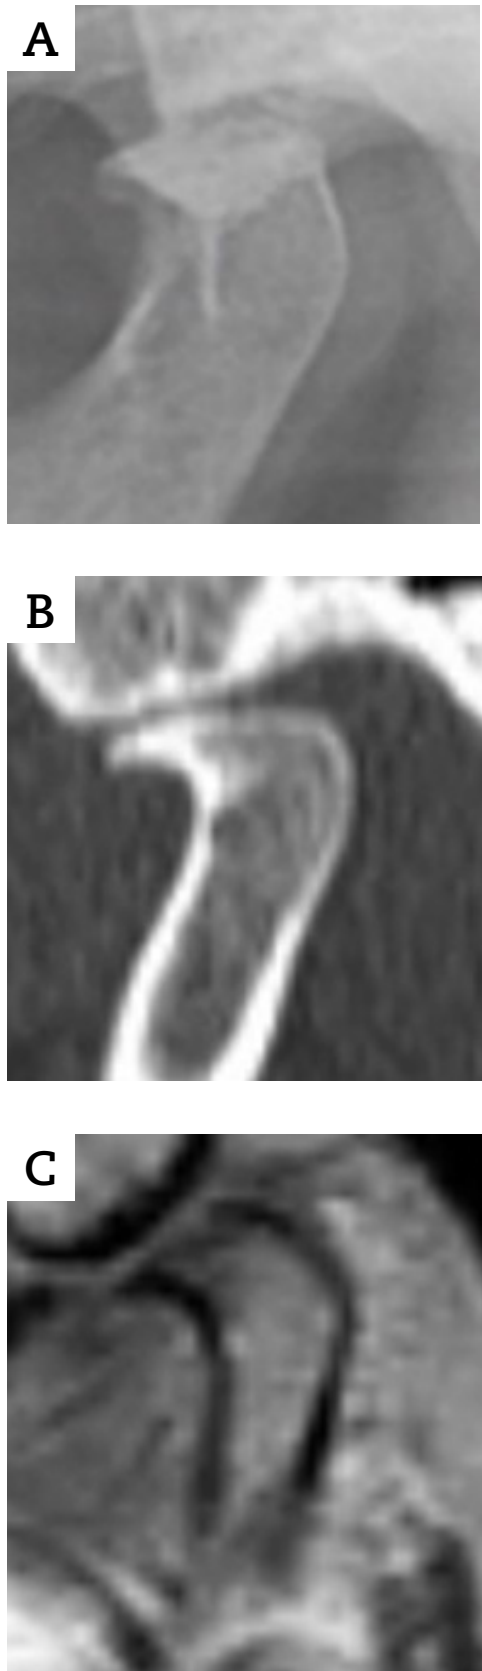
Imagen de ATM izquierda con signos radiológicos degenerativos a nivel condilar: aplanamiento, erosión y osteofito anterior. A: ortopantomografía; B: tomografía computarizada; C: resonancia magnética nuclear (secuencia de densidad protónica, con la boca cerrada).
